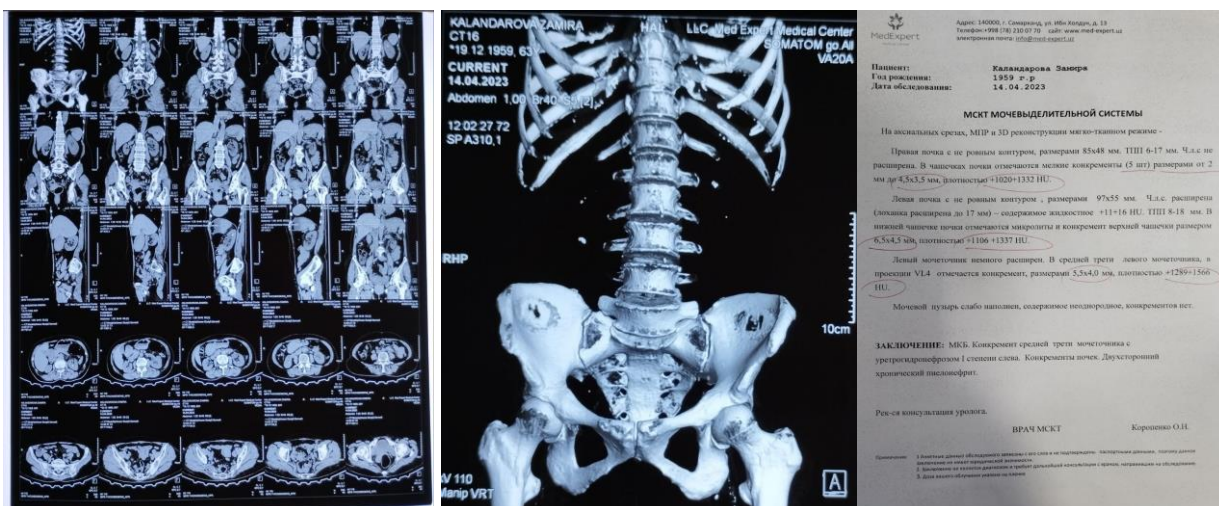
Б-й К,З .64 лет. МСКТ почек и мвп. МКБ. Множественные камни правой почки. Конкремент с/з мочеточника с уретерогидронефрозом I степени слева.
